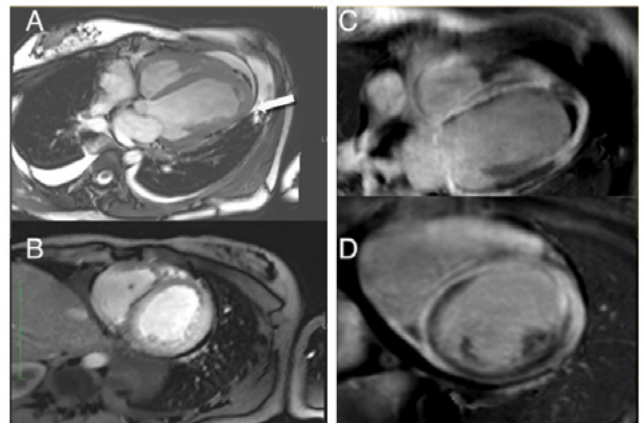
Secuencia de resonancia magnética cardíaca en sarcoidosis avanzada indicativa de disfunción sistólica severa, dilatación biventricular y trombo apical (flecha) (A); así como cicatrización miocárdica difusa incluyendo el ápex (B, C, D).
